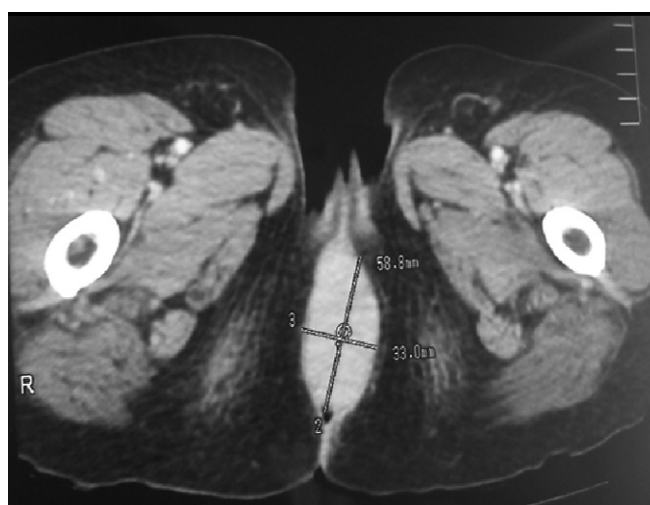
TAC: Tumor en región inferior de canal anal de 58 x 33 mm.
